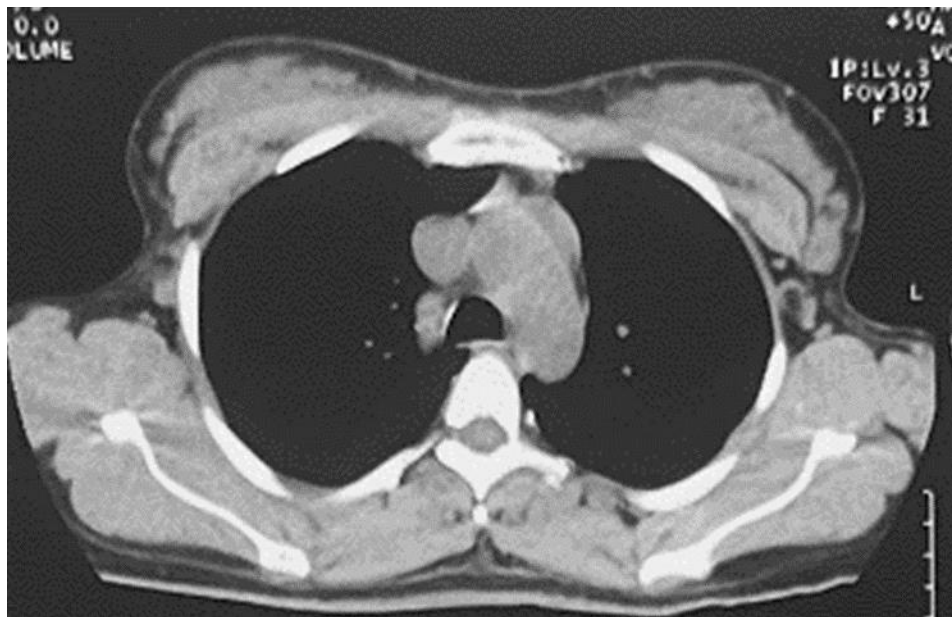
TDM thoracique de contrôle montrant la disparition de la masse médiastinale
